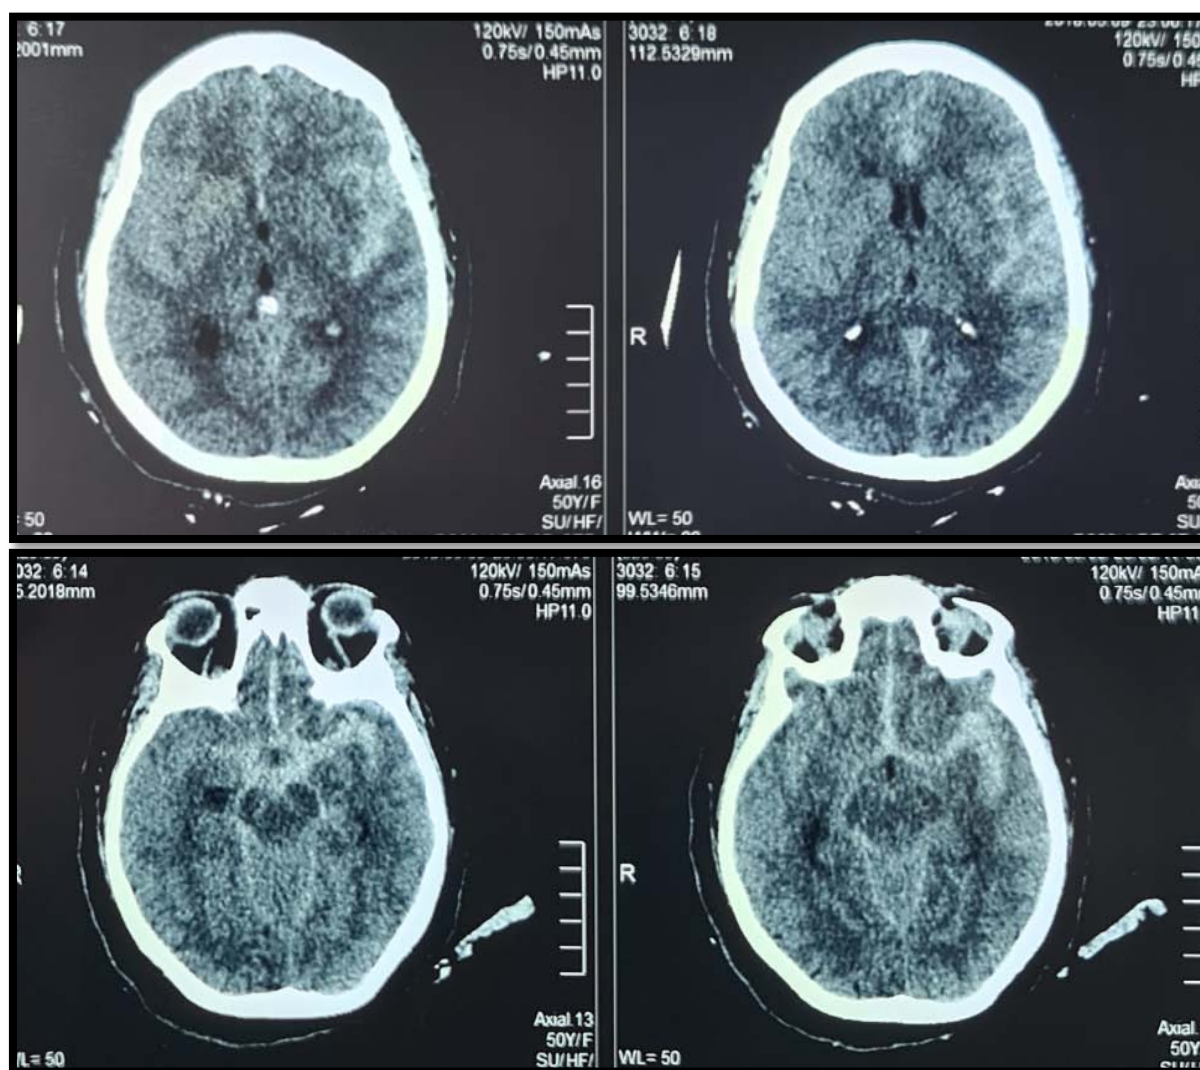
TDM cérébrale sans injection montrant une hémorragie méningée suite à la rupture d'un anévrisme de la bifurcation sylvienne.
